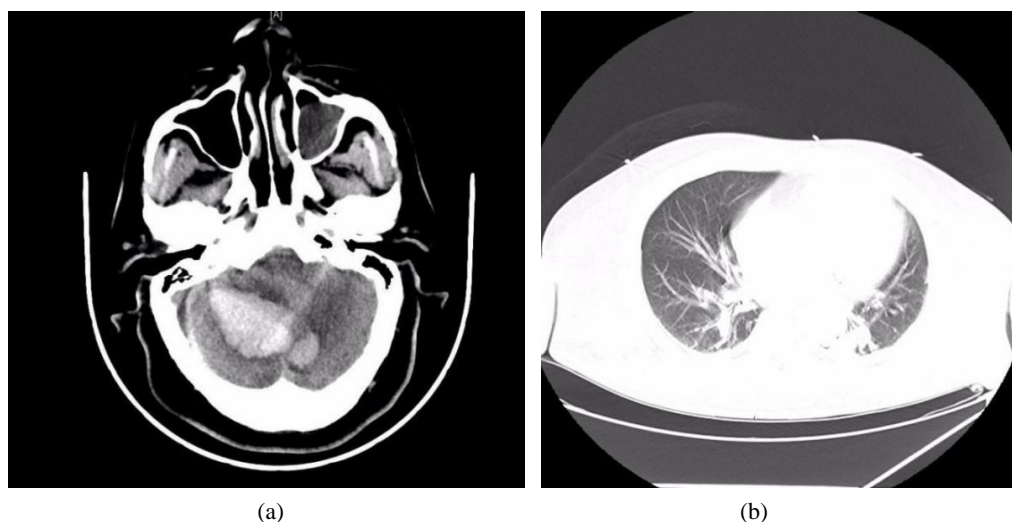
(a) Head CT on admission; (b) Admission chest CT
